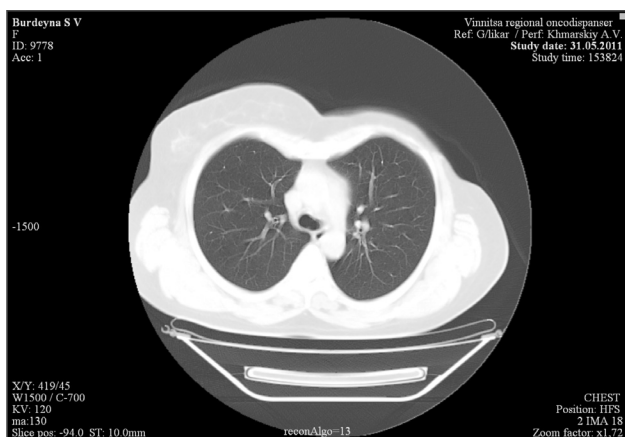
СКТ хворої контрольної групи. Бронхіт. Відсутність структуриності кореня легені, тяжистість легеневого малюнка
